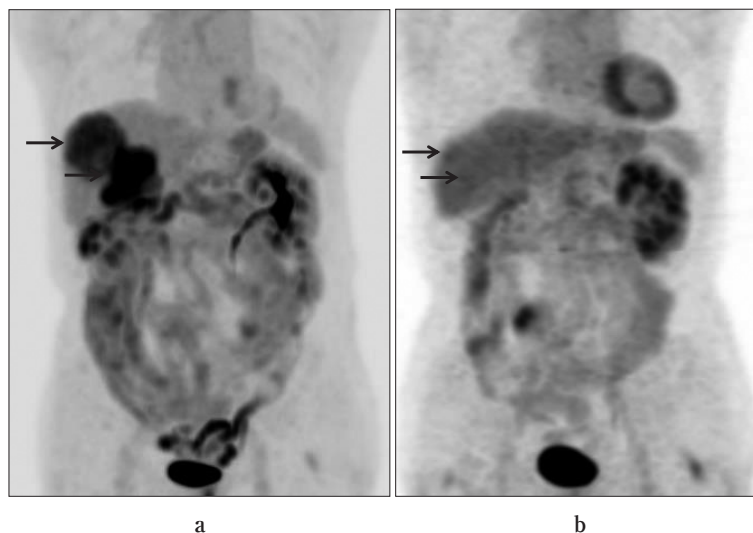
A 76-year-old male patient with mRCC: PET-CT findings a) before commencing nivolumab therapy, and b) at 9 months after commencing nivolumab therapy.
